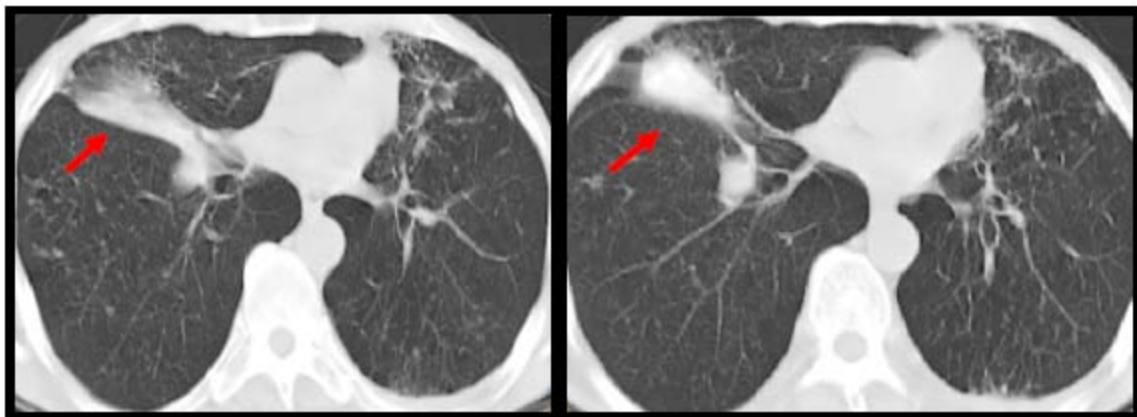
TDM thoracique, coupes axiales, fenêtre parenchymateuse
